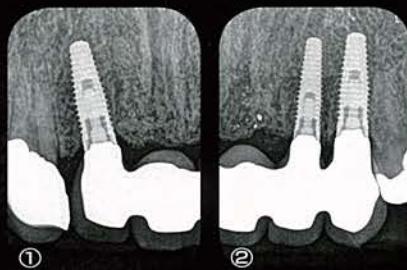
c ①、② 術後のデンタルX線写真。フィクスチャーとアバットメントとの嵌合部位も良好である。
